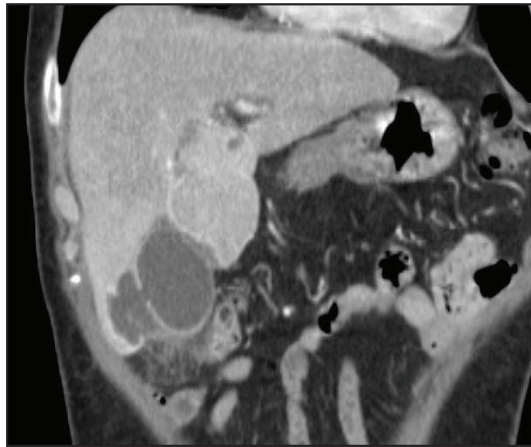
Corte coronal de TC de abdomen con contraste intravenoso donde se observa defecto único de pared vesicular con colección adyacente
